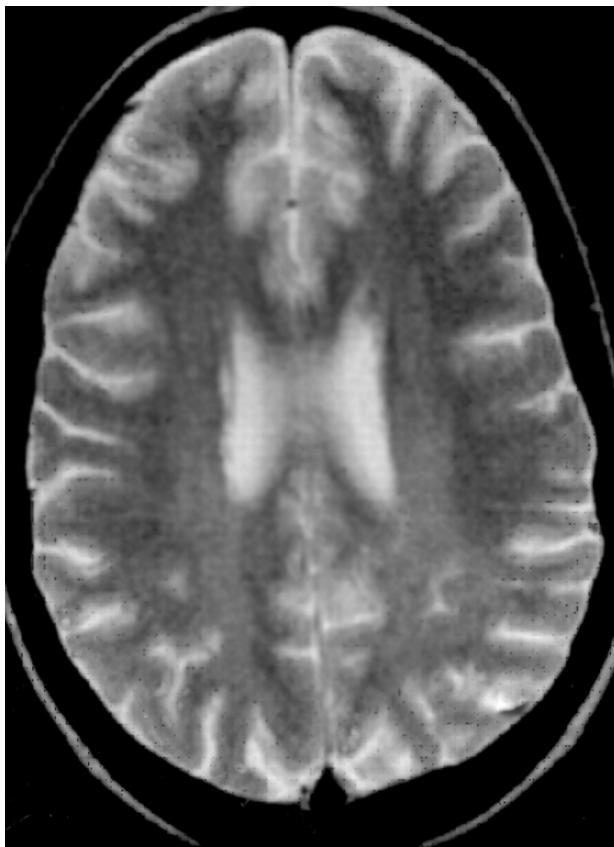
МРТ больной Т., проведенная после пульс-терапии. Обратное развитие лейкоэнцефалопатии
